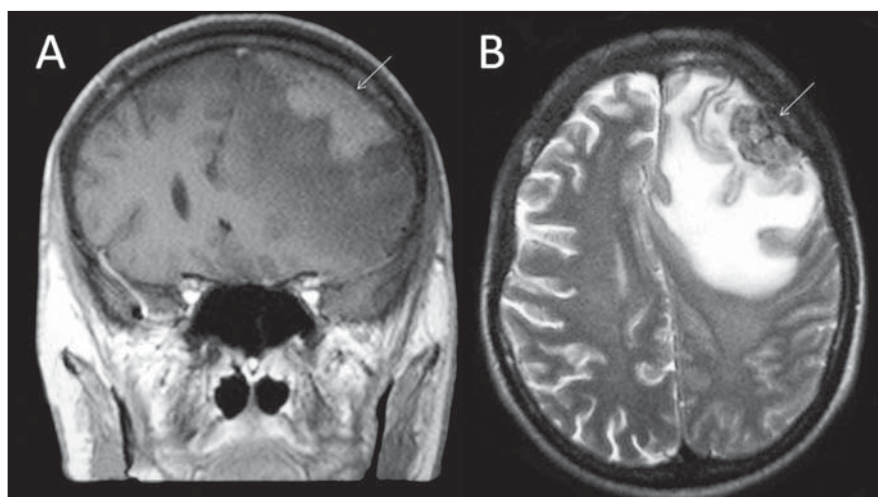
Paciente do sexo masculino, 22 anos. RM coronal em T1 (A) mostra lesão extra-axial frontal esquerda com realce difuso pelo meio de contraste. Na imagem axial em T2 (B) a lesão é hipointensa. Existe acentuado edema. A extensão ao SNC foi secundária a doença de Hodgkin/esclerose nodular tipo II, diagnosticada por biópsia de linfonodo cervical.
